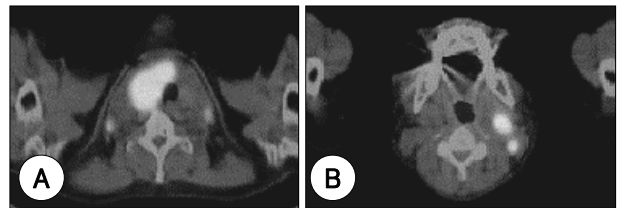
Whole body PET-CT. A : Huge hypermetabolic mass (pSUV 12.11) consistent with malignant lesion in the right lobe of thyroid, with extension to the left lobe. Tracheal deviation to left side was noted by this mass. B : Malignant lymphadenopathy was noted at the left neck level IIa, IIb, III (pSUV 9.28) and right neck level III (pSUV 5.52).
